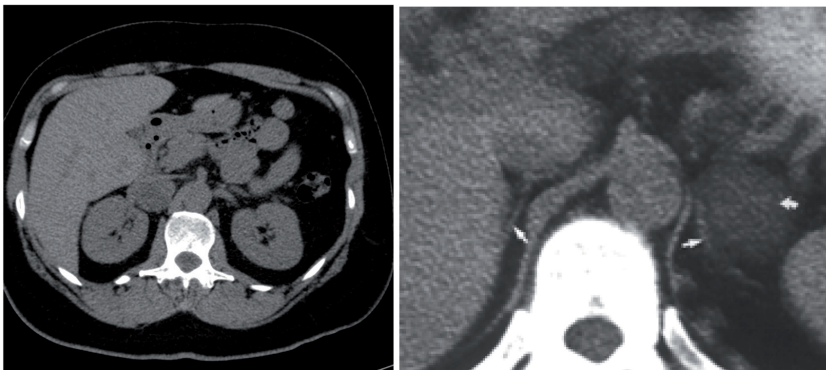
TAC abdominal sin contraste: masas incidentales en glándulas suprarrenal derecha e izquierda, respectivamente. Bien delimitadas, menores de 5 cm, homogéneas e hipodensas.
